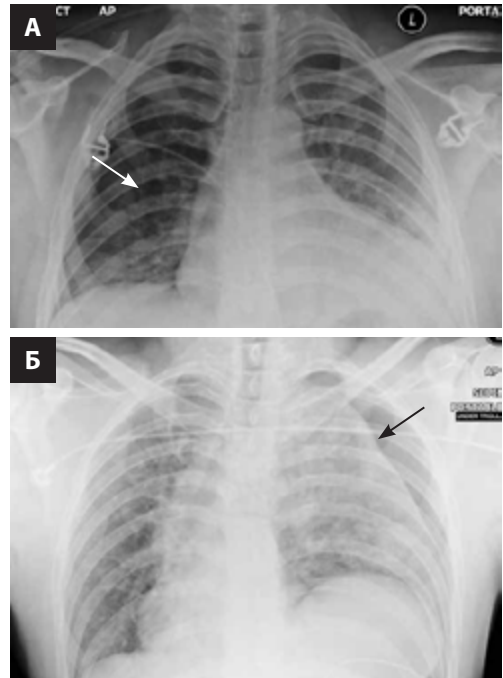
А — Рентгенография грудной клетки, демонстрирующая правосторонний пневмоторакс (край легкого отмечен стрелкой). Б — Левосторонний пневмоторакс (стрелка) с вероятным левосторонним разрывом диафрагмы — средостение смещено вправо, что может указывать на напряжение. Также имеется контузия левого легкого.
